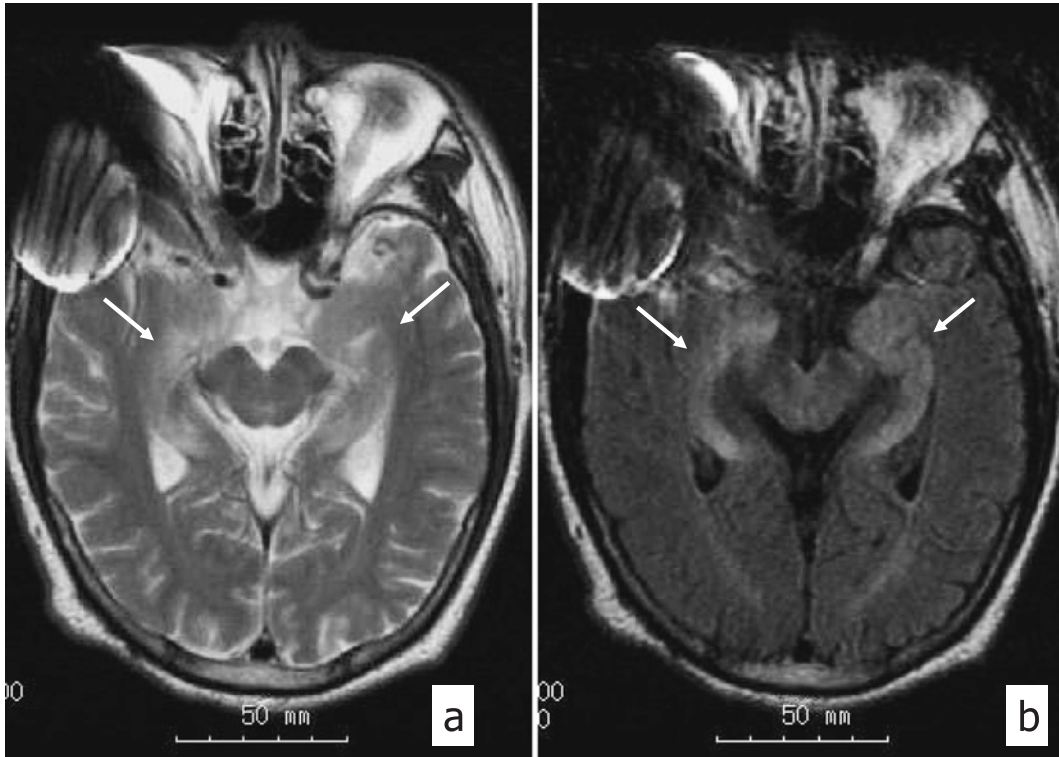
T2-weighted (a) and FLAIR (b) axial MR images on November, 2005 (on admission) reveal high intensity signal in bilateral hippocampal lesions (arrows).
